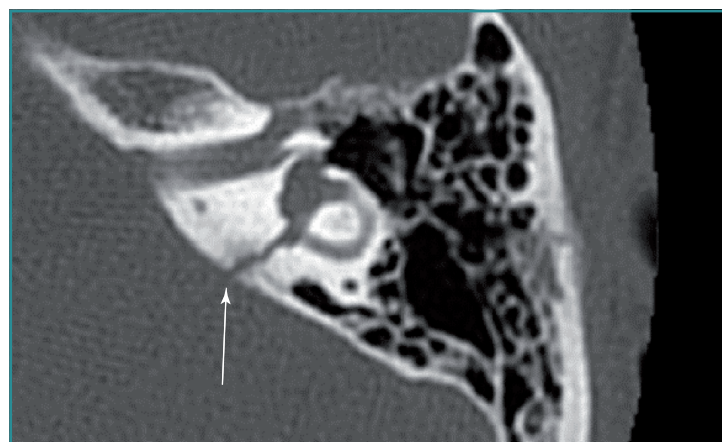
Fractura de peñasco izquierdo con afectación de la cápsula ótica (TC de peñascos).
